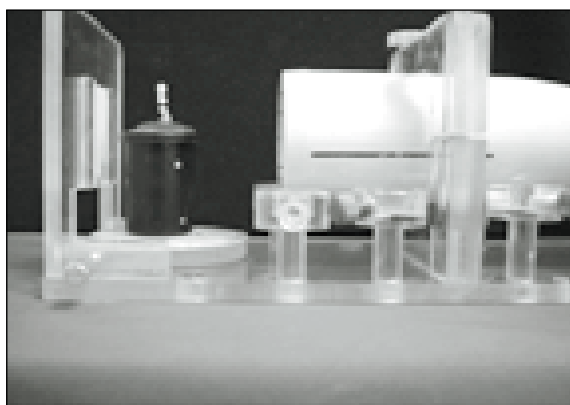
The device for taking a standard radiograph at same position
